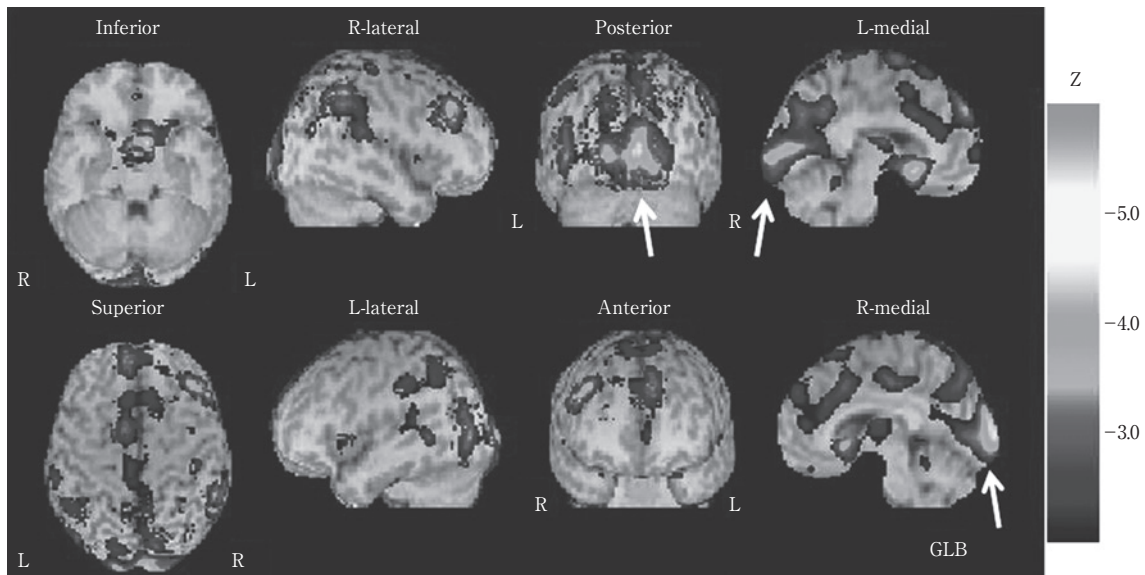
Three-dimensional stereotactic surface projection (3DSSP) SPECT.
